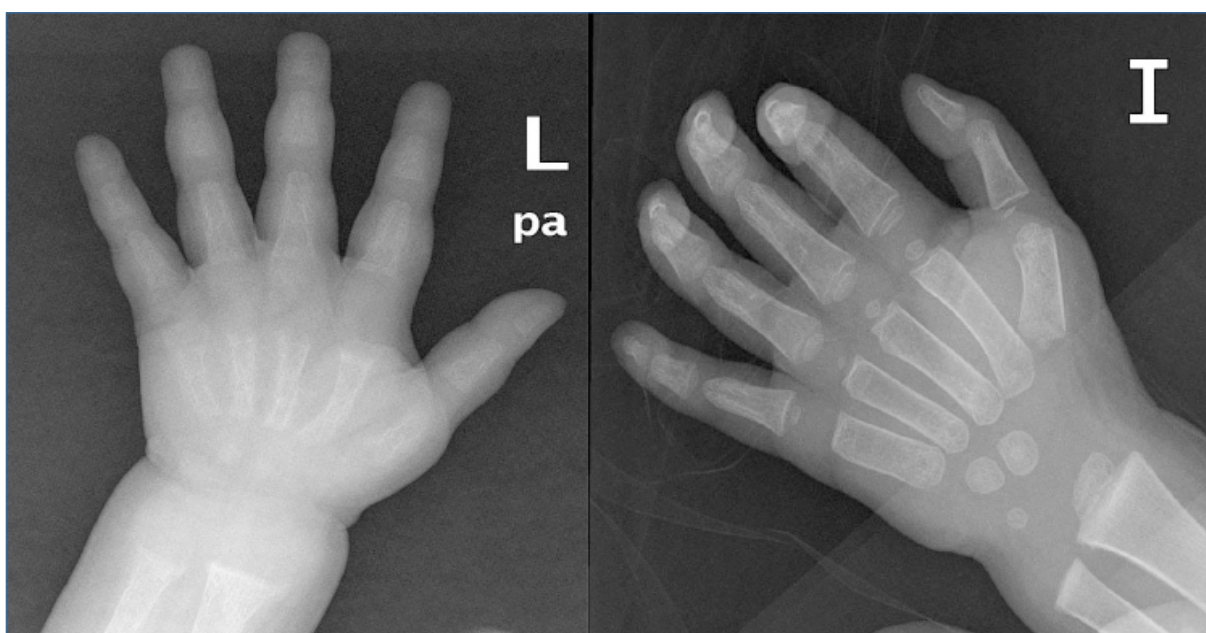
Radiografía de muñeca al diagnóstico y un año después de iniciado el tratamiento.
